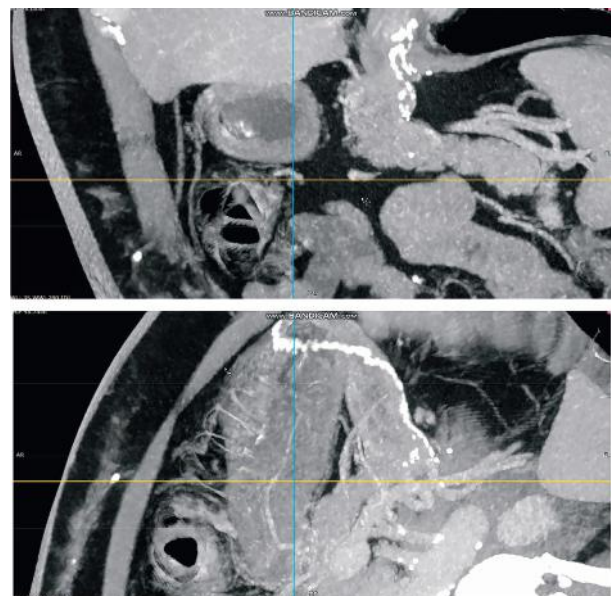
МСКТ ОГК/ОЧП з прицільною візуалізацією зони гастроезофагеального переходу.
